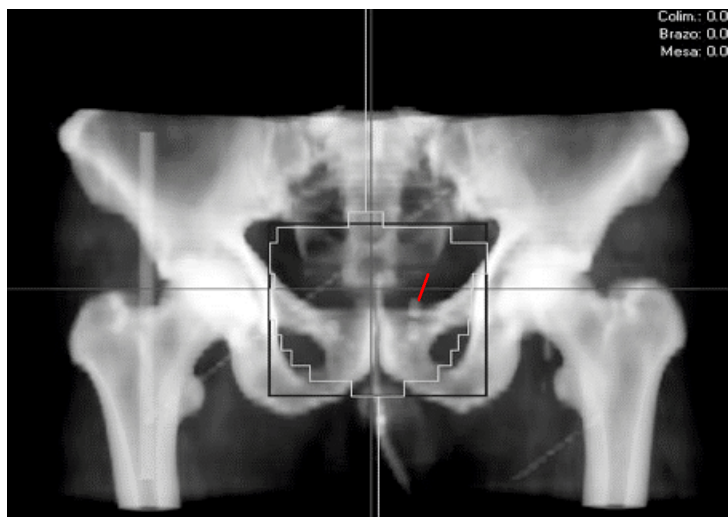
Radiografía Digitalmente Reconstruida o RDR obtenida inicialmente y utilizada como referencia de la posición de las semillas.
